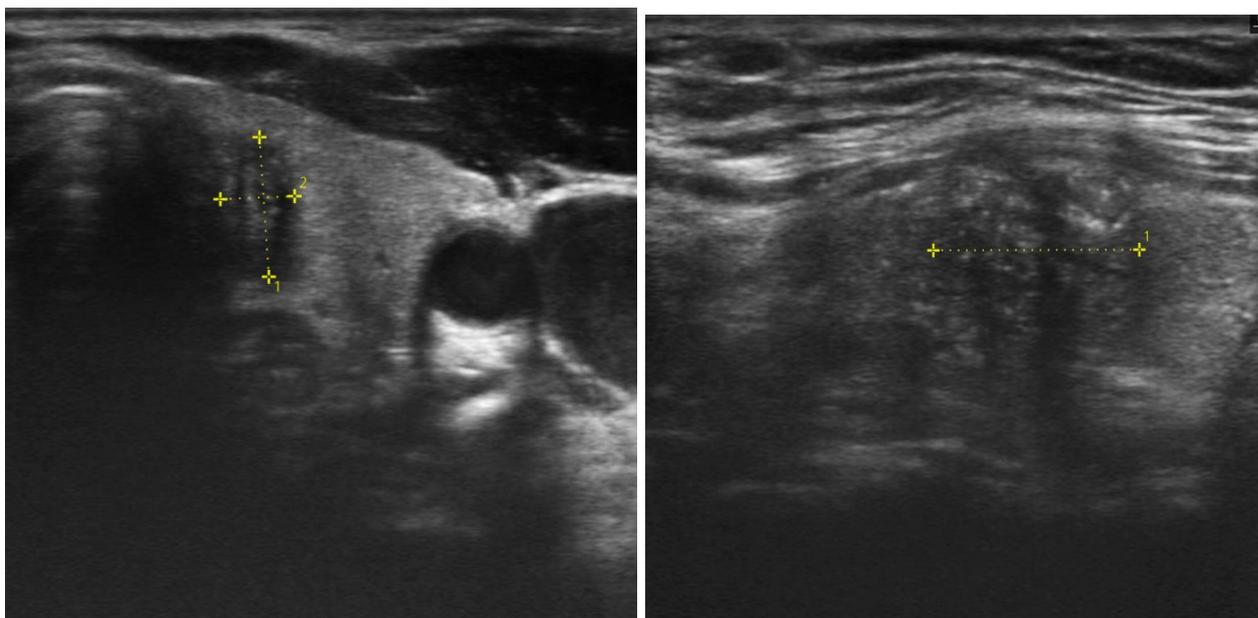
УЗИ ЩЖ при узловом зобе – узлы с явными признаками злокачественности
